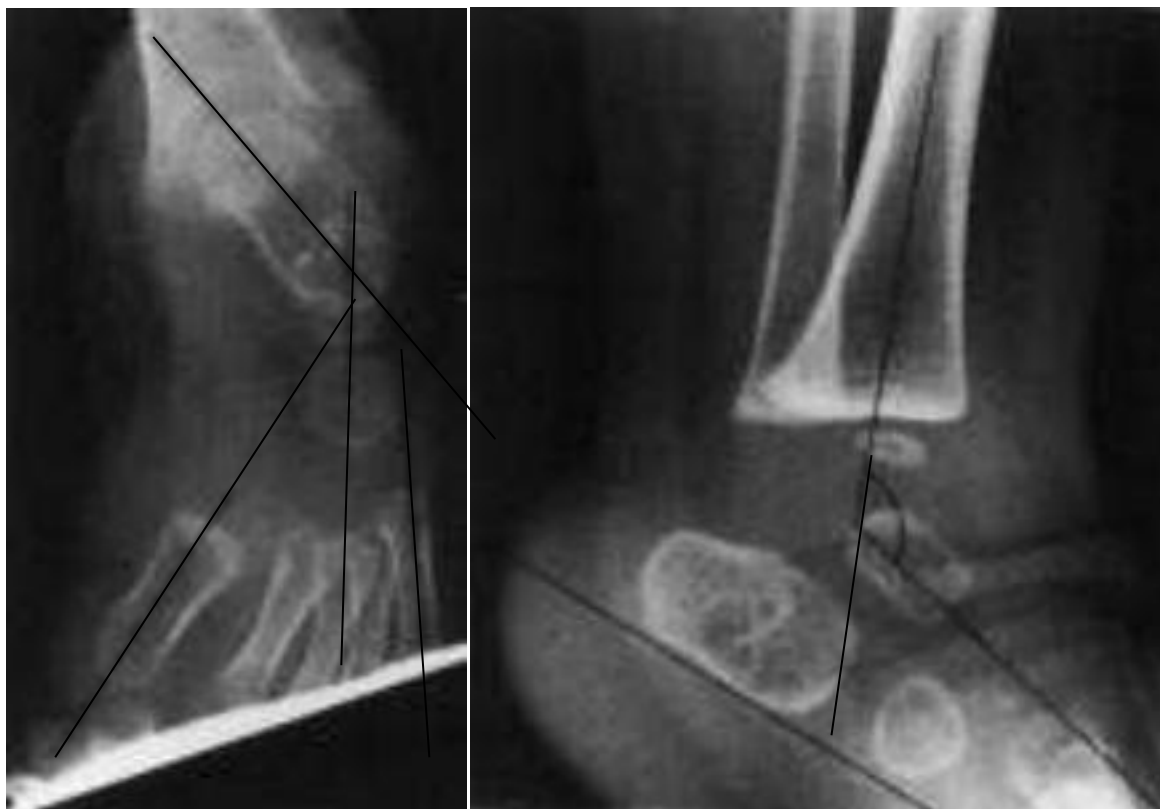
Mesure angulaire sur radiographie de face et de profil. Notre service
